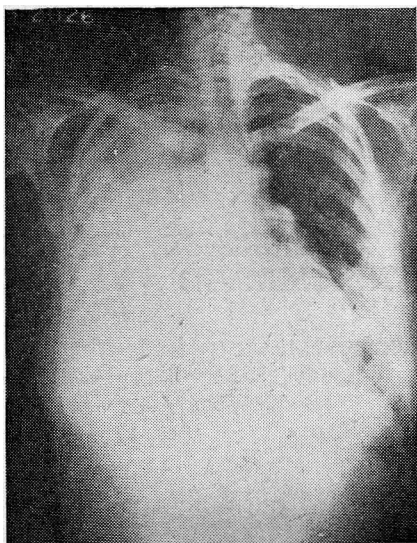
(Caso 1). — Radiografía pre-operatoria.
